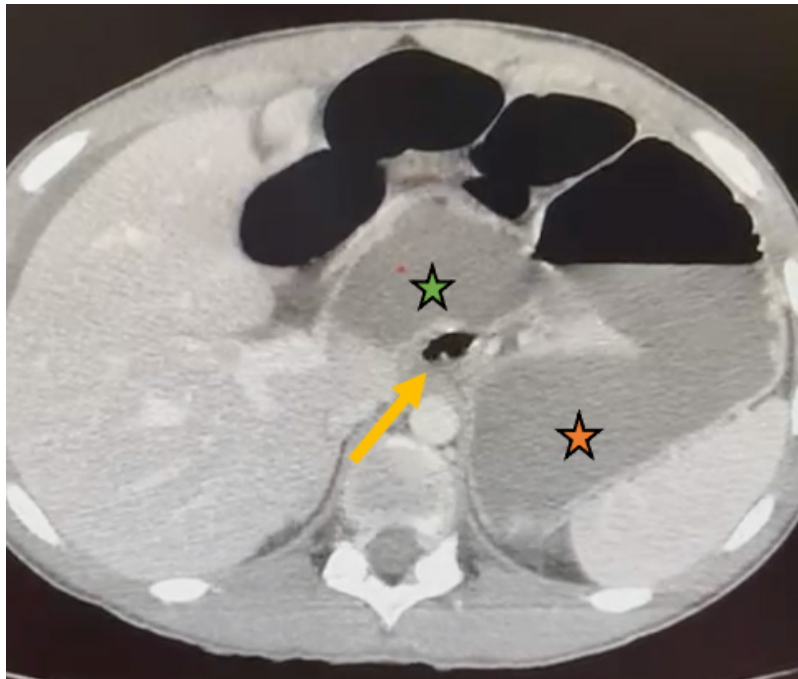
Tomografía computarizada. Presencia de asa intestinal en el inicio de la transcavidad de los epiplones (flecha amarilla) que parece continuarse a través del hiato de Winslow. Estómago (estrella naranja) y duodeno (estrella verde).
